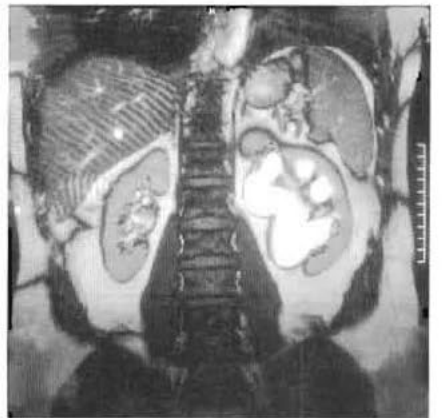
Urographie par IRM montrant une dilatation des cavités pyélocalicielles gauches liée à un obstacle à la jonction pyélo-urétérale.
